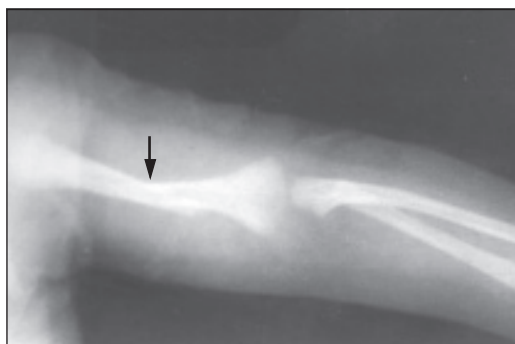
Рентгенограмма. Новорожденный ребенок. Перелом левой плечевой кости
